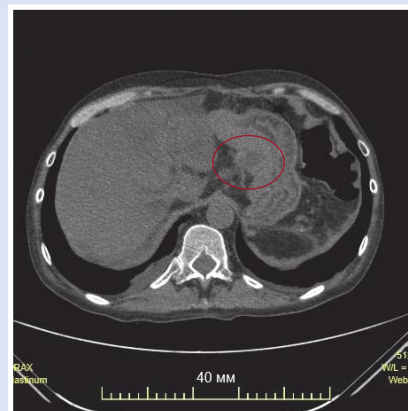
МСКТ брюшной полости пациента А. ПК ПЖ с распространением на заднюю стенку желудка (обведена). от 29.08.2021 г.
